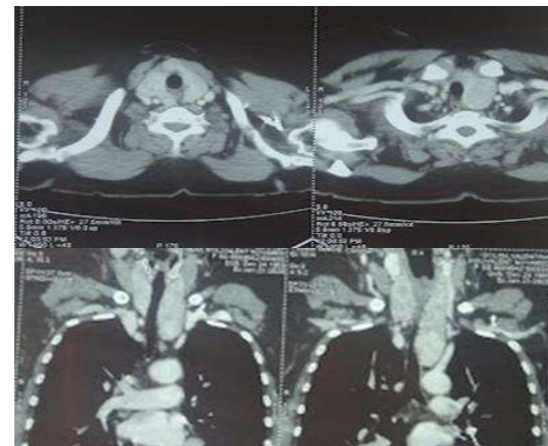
CT glanda tiroida.
